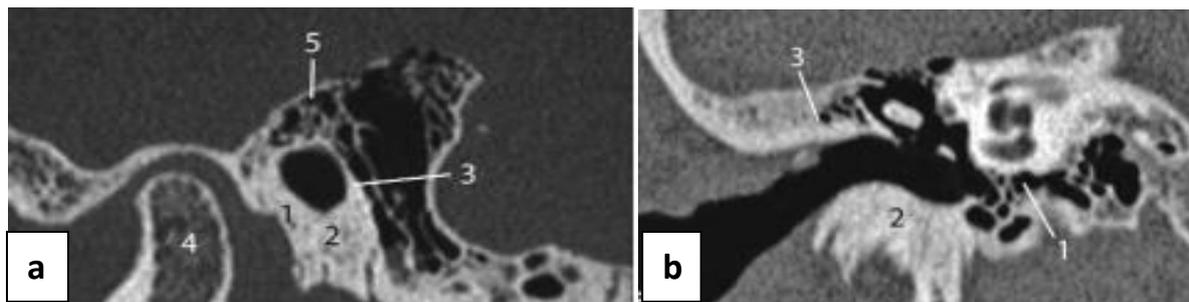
a). TDM, coupe sagittale : (1) Os tympanal (paroi antérieure) ;(2) os tympanal (paroi inférieure) ;(3) os tympanal (paroi postérieure) ; (4) condyle mandibulaire ; (5) écaïlle horizontale sus-méatique (moyenne)
